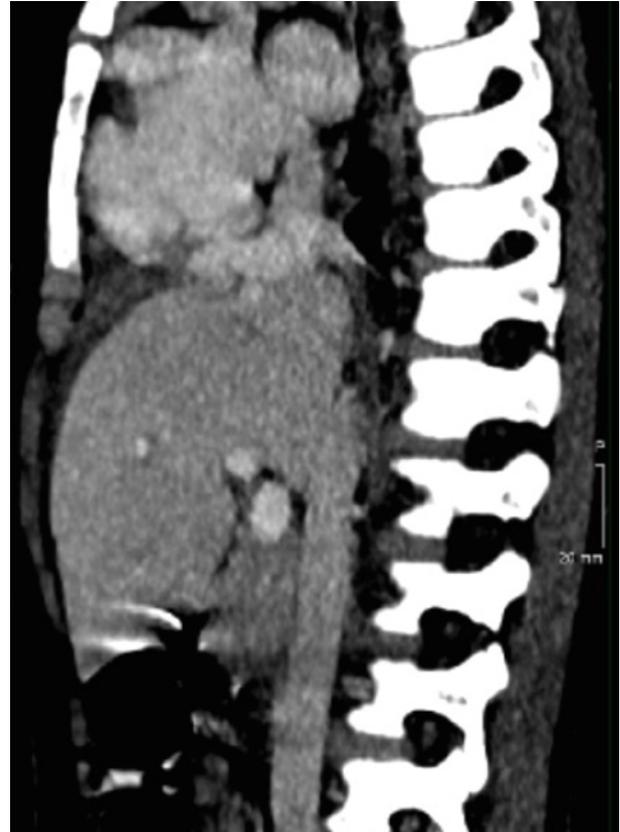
TC realizado a las 24 horas del evento traumático. Se observa la lesión (*flecha*) pero sin extravasación de contraste.
